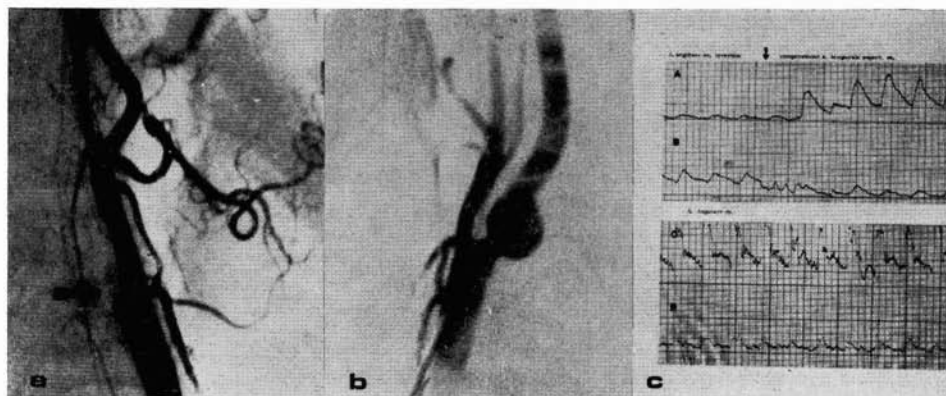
Paciente B. T., de 68 años. Carotidografía percutánea que demuestra: a) La obstrucción de la carótida interna izquierda en su origen. b) Pequeño aneurisma de la carótida interna derecha en su emergencia. c) Trazado Doppler que demuestra la presencia de un flujo invertido a nivel de la a. angular izquierda. La compresión de la a. temporal izquierda ocasiona una rápida normalización de la dirección del flujo, que tiene lugar a través del polígono de Willis.
